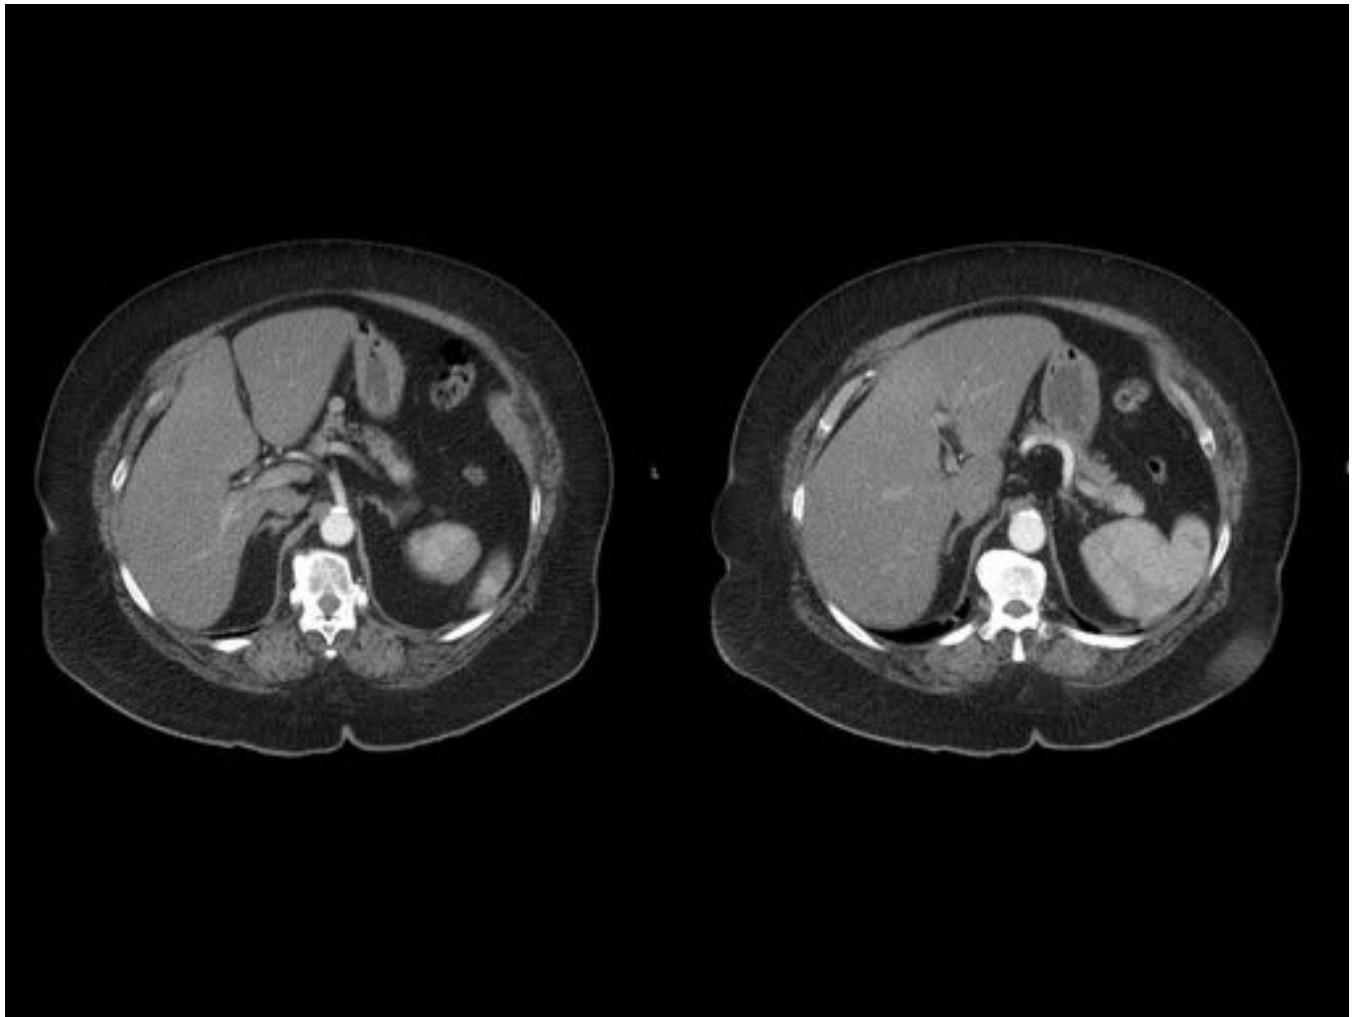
Insulinoma. Paciente con obesidad mórbida a estudio por hipoglucemias sintomáticas recurrentes. En la TC tras administración de contraste en fase arterial precoz, se identifican tres focos hipercaptantes en la unión cabeza-cuerpo, cuerpo y en la cola del páncreas, ninguno de ellos superior de 2 cm de diámetro.
